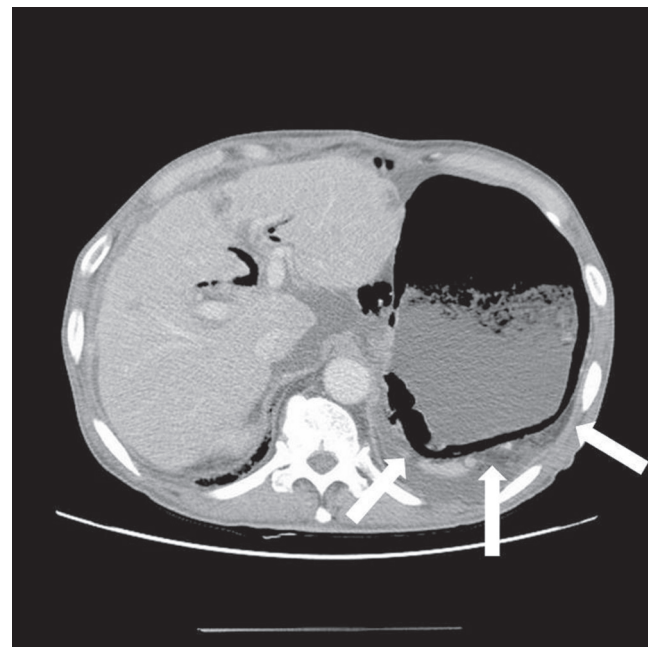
Contrast enhanced computed tomography scan shows band-like emphysematous gas accumulation in the stomach wall (arrows).
